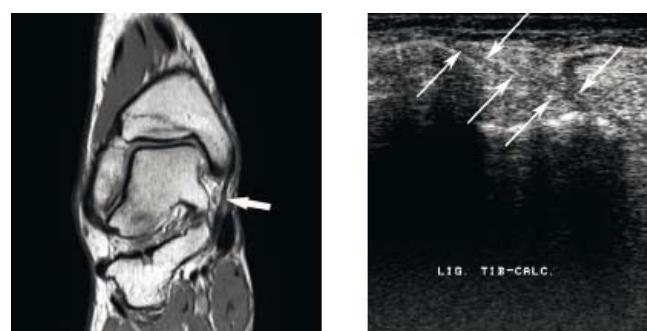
Links die Pars tibiotalaris anterior in der MRT (Pfeil). Rechts ist im Sonographiebild (Längsschnitt, 30° nach ventral anguliert) eine Bandstruktur zu erkennen, die zunächst als Pars tibiotalaris anterior beschrieben wurde.
